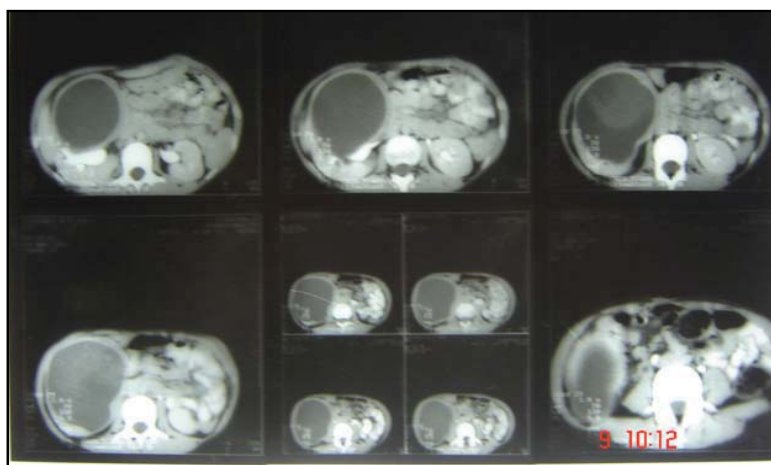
Tomografia computerizată a pacientei S
